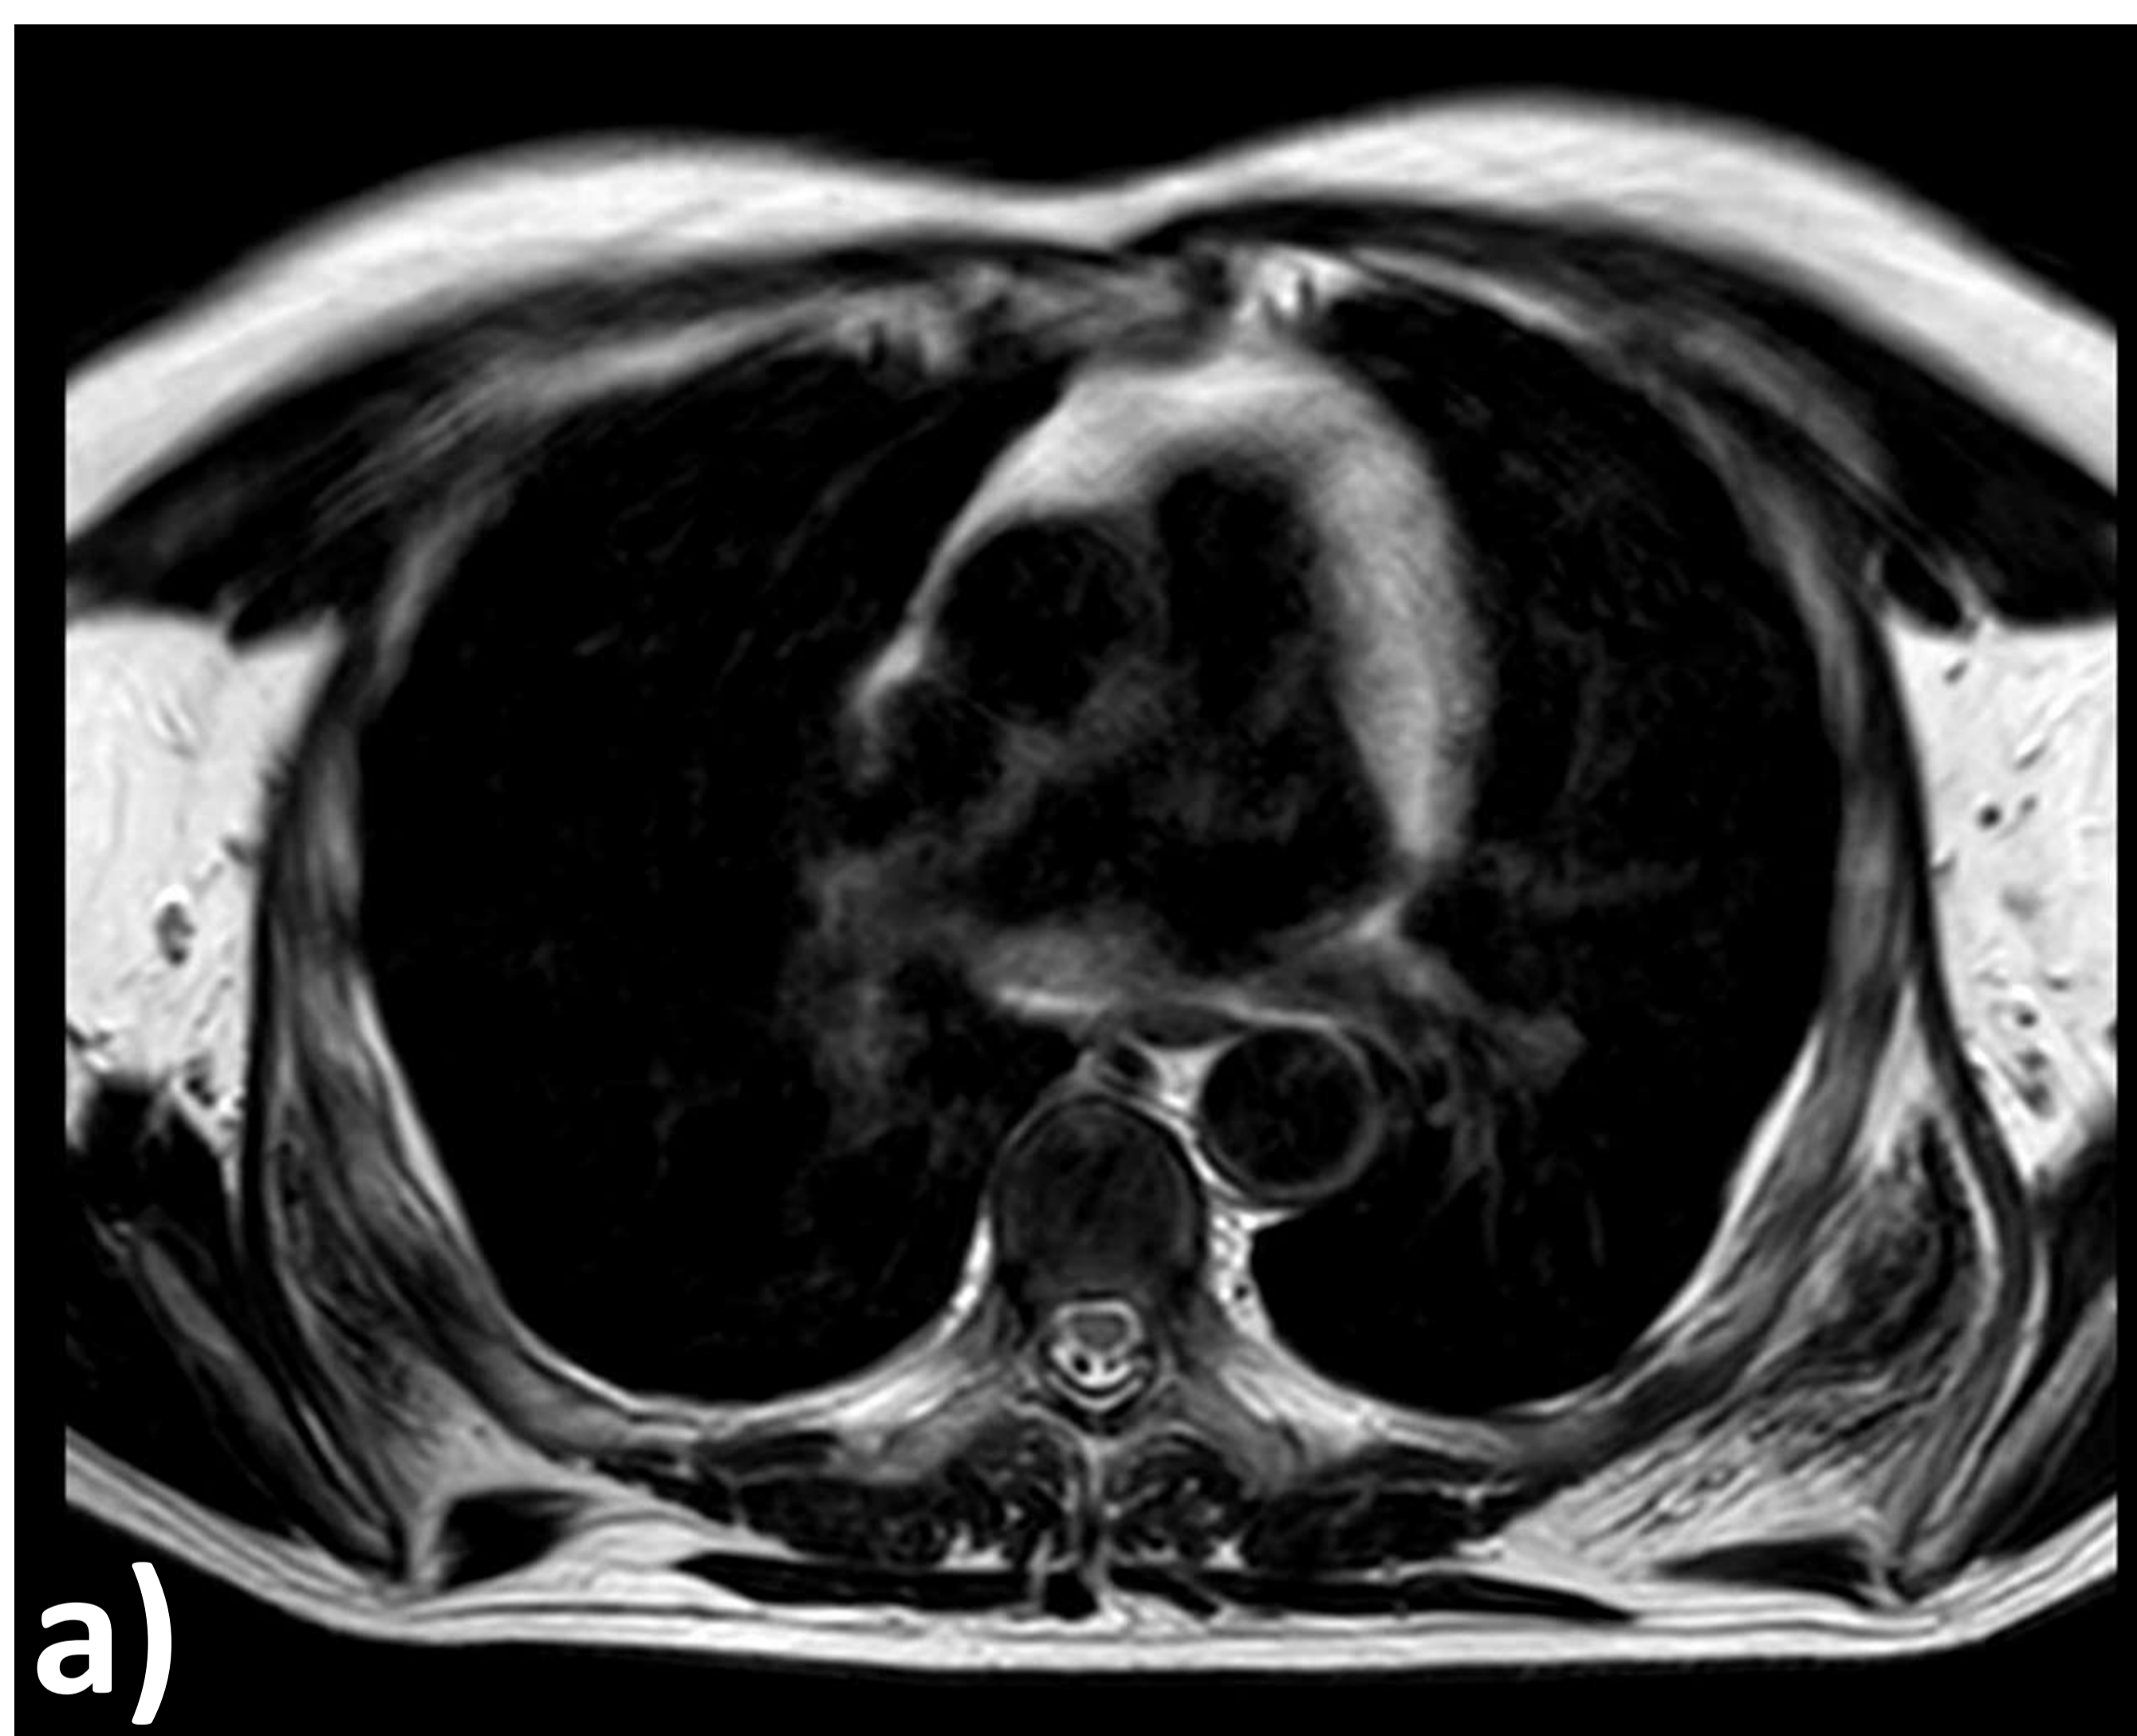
Secuencias de RM, a) potenciada en T2, donde vemos en la localización típica, de forma bilateral, dos lesiones predominantemente hipointensas, con bandas internas hiperdensas que en b) en la secuencia STIR se suprimen al tratarse de tejido graso, apareciendo toda la lesión hipointensa.
